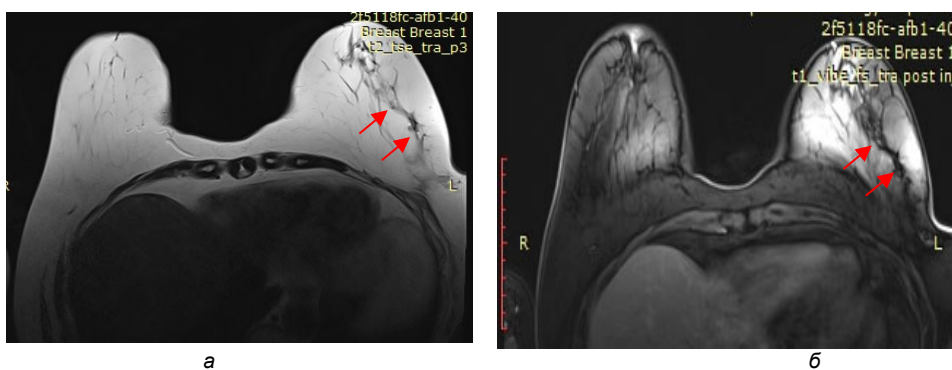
МР-томограммы левой МЖ у пациентки, перенесшей торакотомию с захватом МЖ за 5 лет до исследования:
